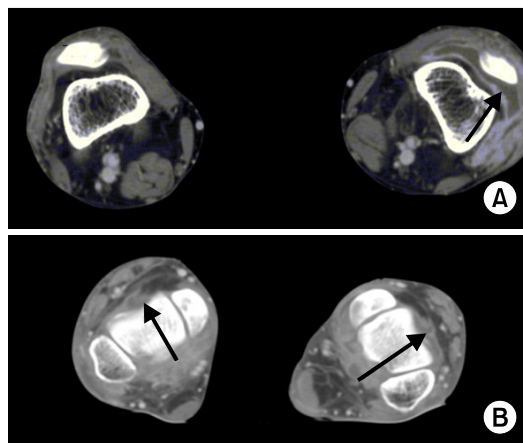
Computed tomography of the lower extremities presents joint effusion and synovitis (arrow) of left knee (A) and both ankles (B).
